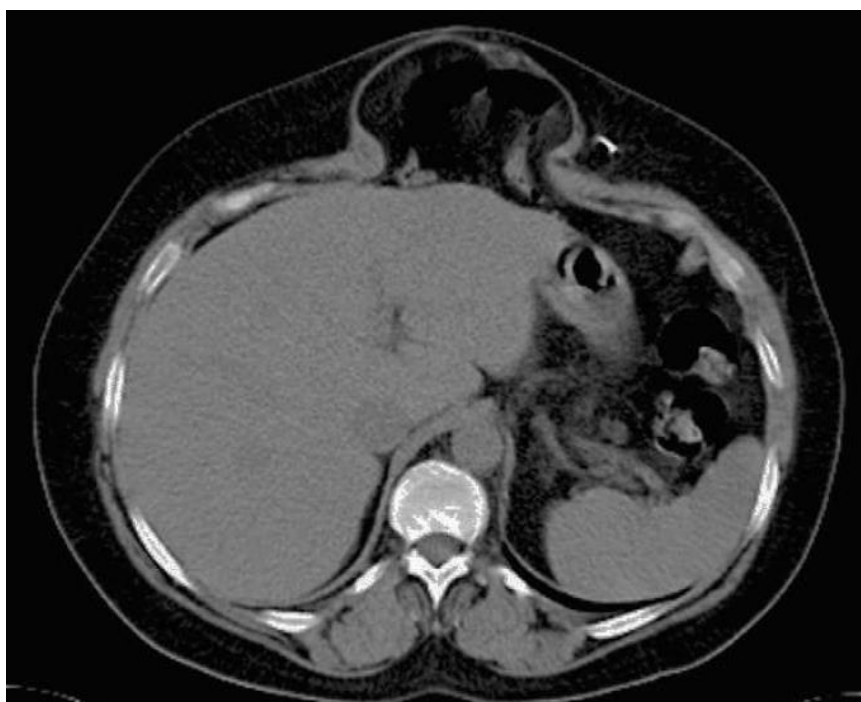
Imagen de TAC que ilustra una hernia o eventración subxifoidea.
